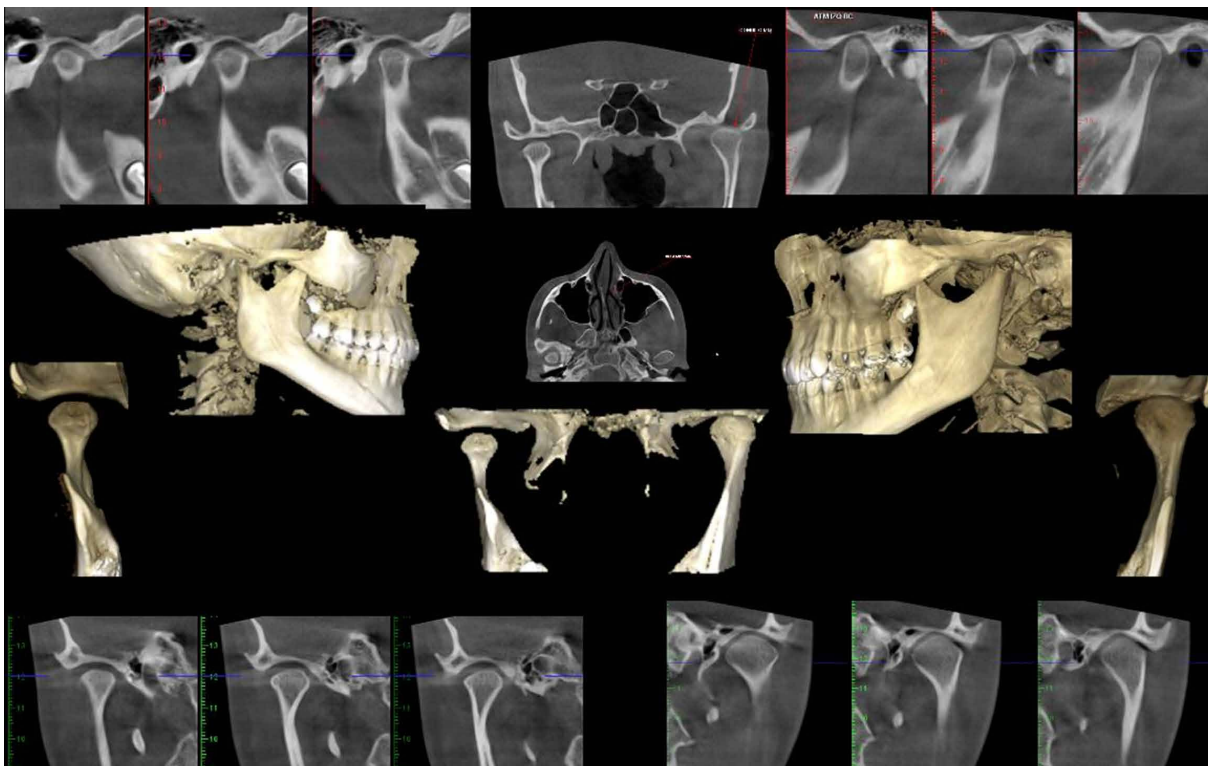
Tomografía computarizada de ATM del mismo paciente. Boca cerrada.
